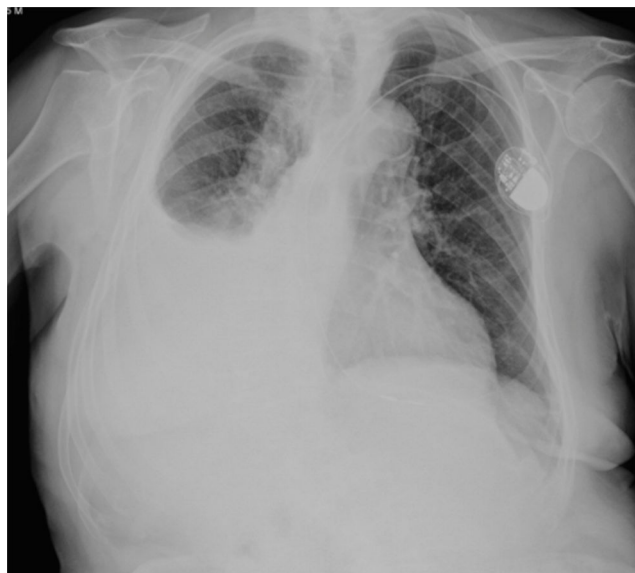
Radiografía posteroanterior de tórax. Extenso derrame pleural derecho. Marcapasos endocavitarios.
